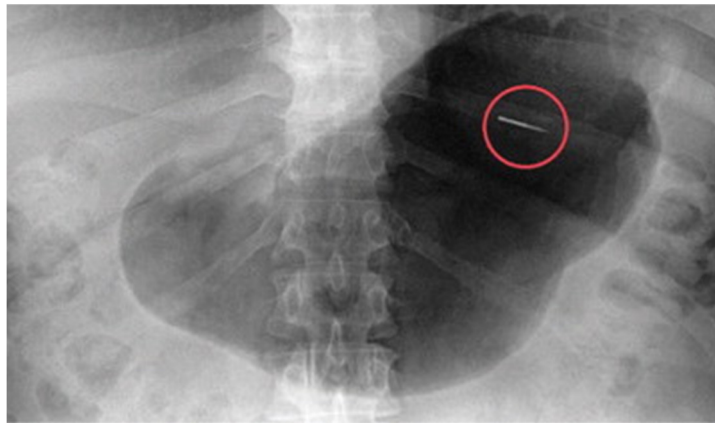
Рентгенограмма брюшной полости с эндодонтическим файлом
